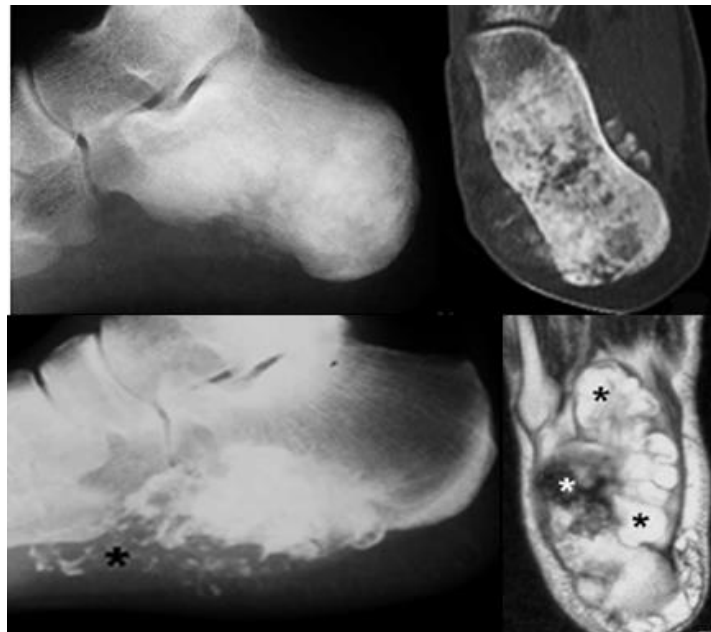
Бічна рентгенограма п'яткової кістки і КТ у аксіальній площині (верхній рядок). До диференціальної діагностики. Остеогенна саркома п'яткової кістки в 21-річної жінки – на бічній рентгенограмі визначається пухлинне кістковоутворення в середній і задній частині кістки, а на КТ структура її неоднорідна – визначаються ще й поліморфні вогнища літичної деструкції з частковим руйнуванням кортикального шару і спікулоподібним періостозом. Бічна рентгенограма п'яткової кістки і МРТ T233 у аксіальній площині (нижній рядок). Периферічна хондросаркома – у м'яких тканинах склепіння стопи визначається масивний конгломерат звапнінь, який зливається з переднім і середнім відділами кістки, а при МРТ структура цих змін неоднорідна – ділянки зниженої інтенсивності сигналу (біла зірочка), чергуються з зонами інтенсивних сигналів (чорна зірочка), відповідно, відображаючи хрящові і міксоматозні ділянки ураження (за Vaert A.L. et al.).
